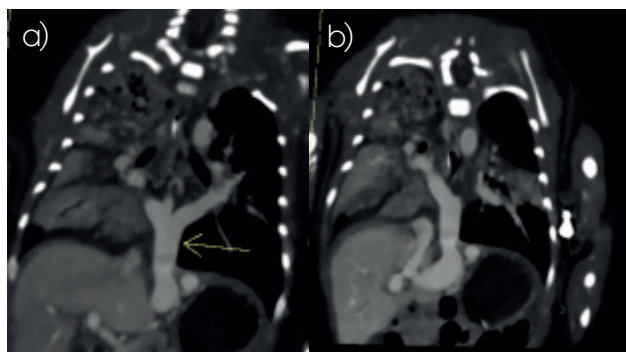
Angiotomografía de aorta torácica Hallazgos de análisis secuencial y segmentario de angiotomografía cardíaca: a-b) Plano coronal en donde se observa drenaje de colector común de venas pulmonares en rama izquierda de vena porta y cava inferior. c) Plano axial donde se visualiza drenaje de colector común en rama izquierda de vena porta, además de defectos transitorios de la atenuación parenquimatosa hepática por probables fenómenos de hipoperfusión. d) Reconstrucción 3D del colector común de venas pulmonares.
